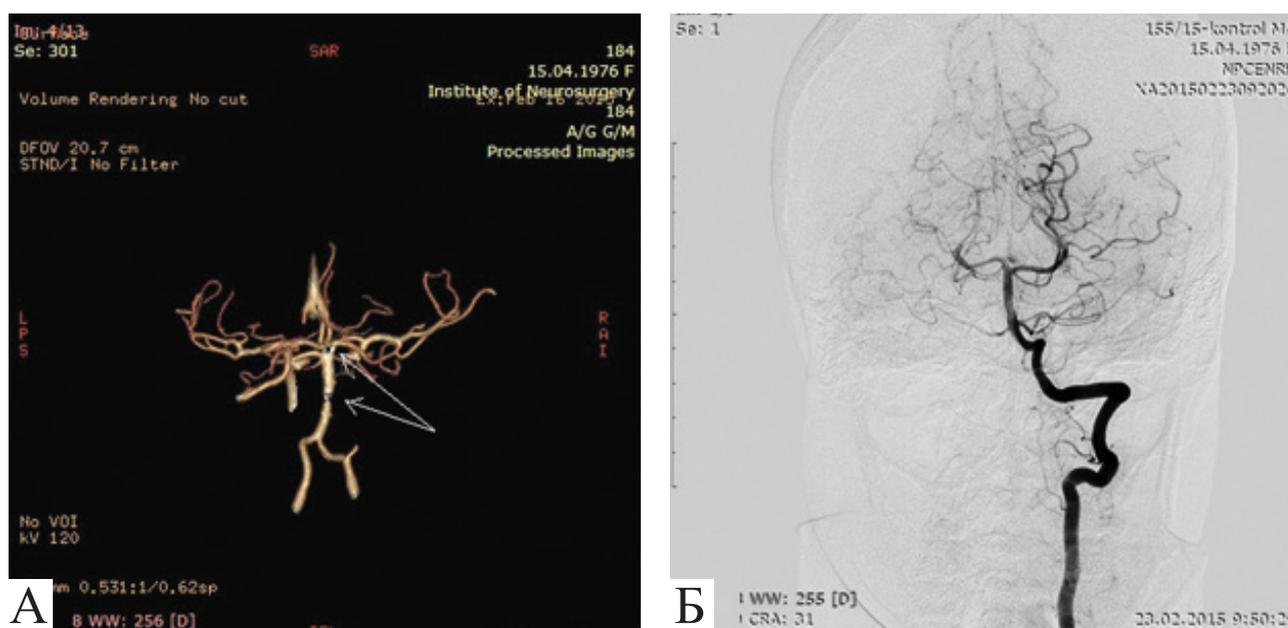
Больная С., 38 лет. Контрольная КТ-ангиография головного мозга (А) через 3 мес после операции. Стрелками указаны метки стента Solitaire в основной артерии. Мешотчатая аневризма основной артерии не определяется. Контрольная селективная церебральная ангиография (Б) также показывает тотальное выключение аневризмы из кровотока
